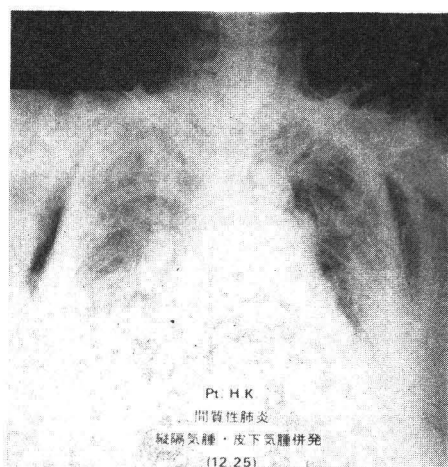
Barotrauma を起こしたときの胸部単純X線写真
